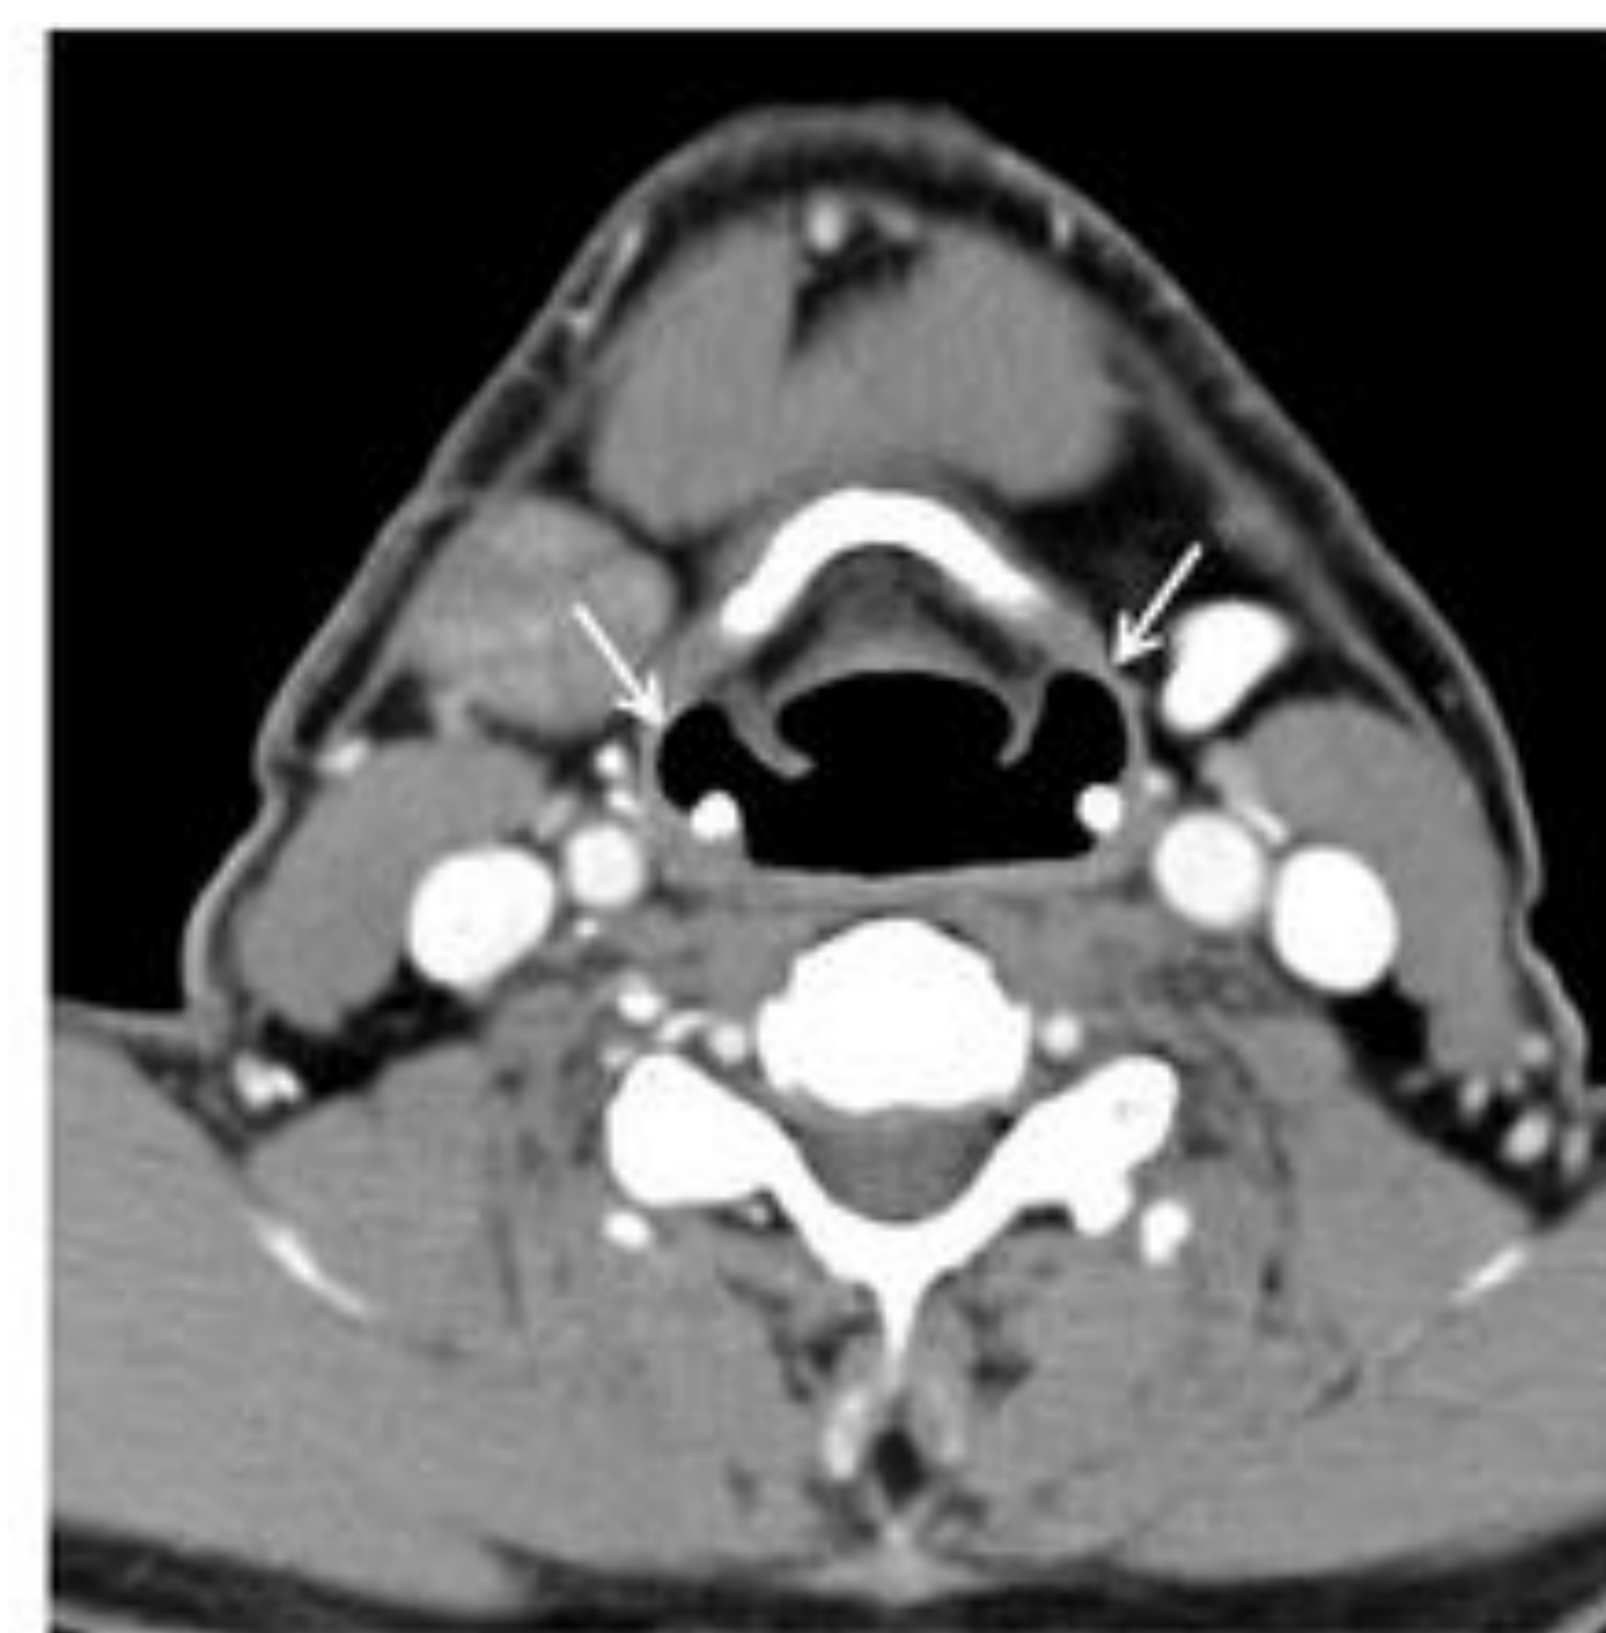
TC de cuello con contraste intravenoso de un paciente fumador con disfagia y ronquera que presenta dos dilataciones saculares (flechas) con contenido aéreo que dependen de ambos ventrículos laríngeos y se encuentran confinadas al espacio paralaríngeo con discreto abombamiento de la membrana tirohioidea, en relación con laringoceles internos bilaterales.
